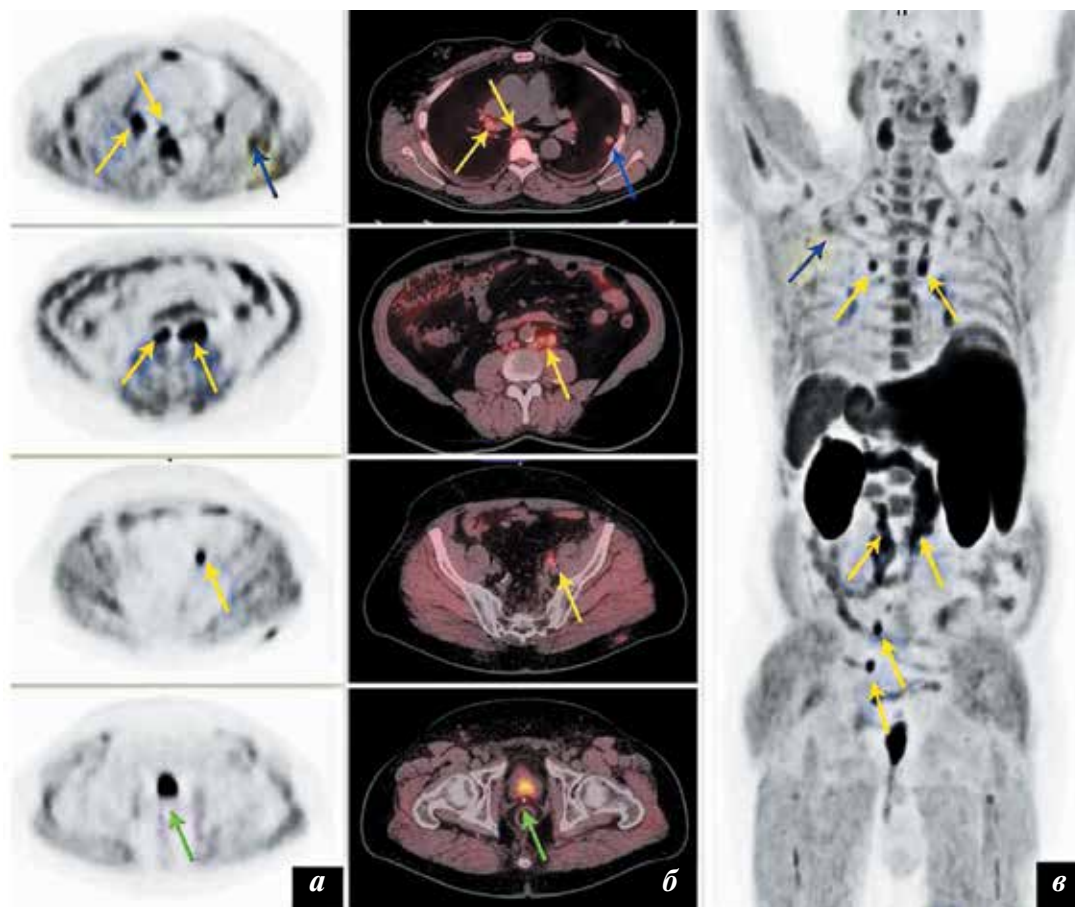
Биохимический рецидив РПЖ после РПЭ, множественные отдаленные метастазы: а – ПЭТ, б – ПЭТ/КТ, в – ПЭТ-реконструкция всего тела. Определяются множественные очаги патологического накопления ^{18}F -фторхолина в тазовых, забрюшинных и внутригрудных ЛУ (желтые стрелки) и верхней доле левого легкого (синяя стрелка), без признаков поражения в ложе удаленной ПЖ (зеленая стрелка)
